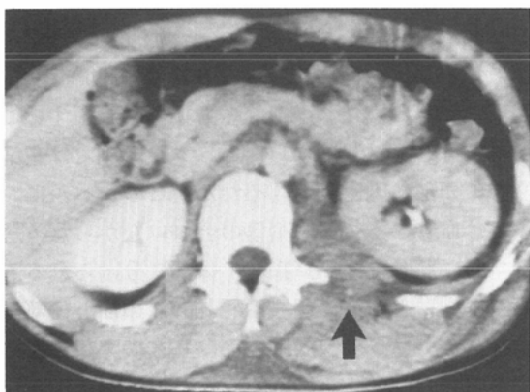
On the CT at the lower level, the retroperitoneal hematoma is relatively localized within the left psoas muscle, and the left perirenal space is intact.
